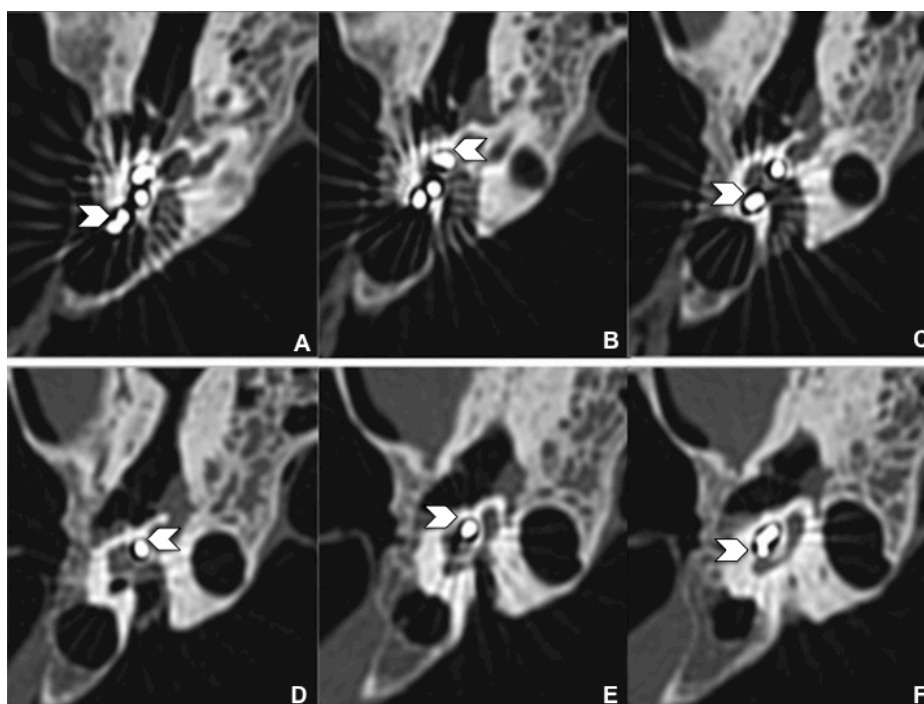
Imagens de tomografia computadorizada de alta resolução do osso temporal direito. Corte axial, janela óssea: inserção do feixe de eletrodos (setas) no giro basal (A, B). O feixe falso ocupa os giros médio (C) e apical da cóclea (D, E, F).
